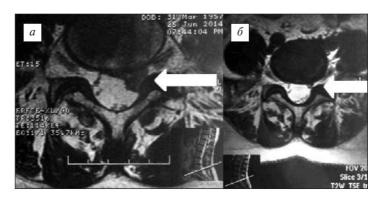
МРТ* в режиме T2 (аксиальная проекция) позвоночника той же пациентки. a - экструзия диска Lv-Si (заднебоковая, слева; стрелка); b - регресс экструзии диска через b - мес (стрелка)
